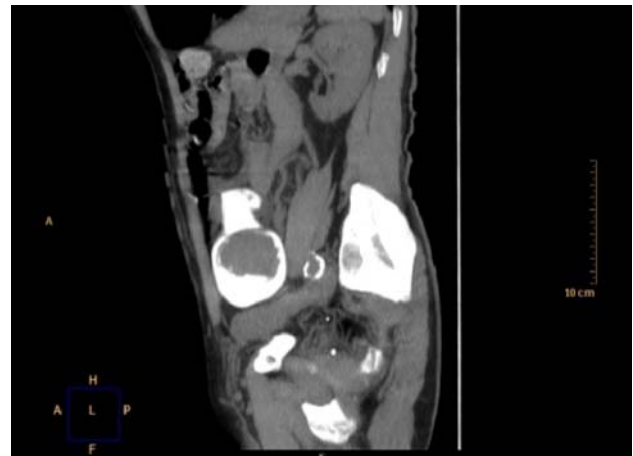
Caso 1. TC corte longitudinal.
